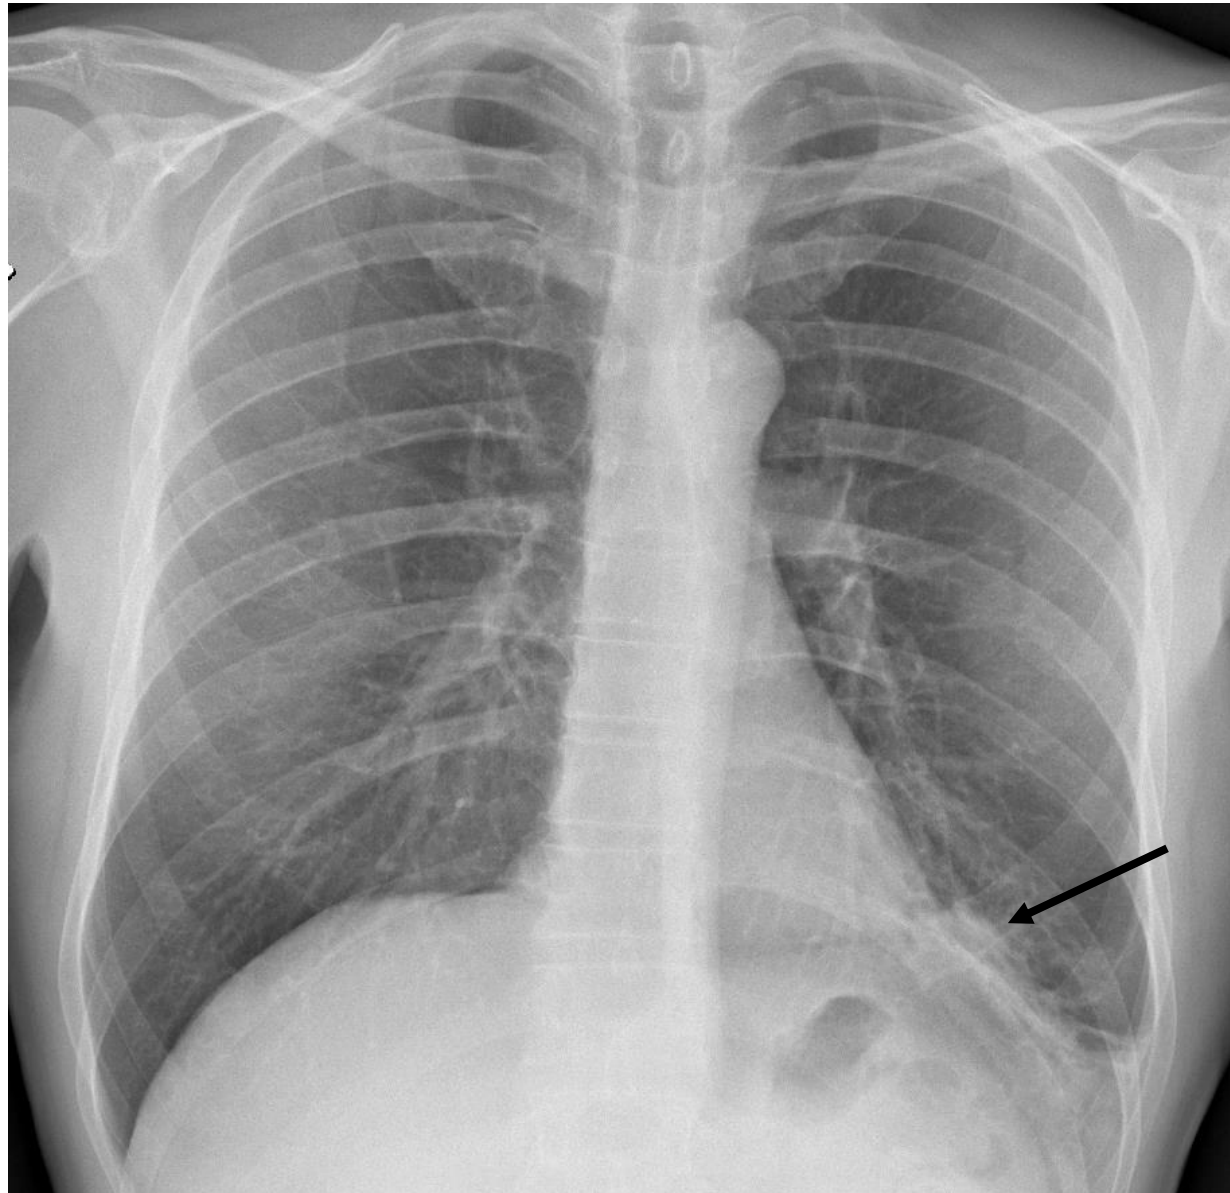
Radiografía PA de paciente con clínica de infección respiratoria. Consolidación basal izquierda, que borra el borde diafragmático ipsilateral (flecha). El radiólogo informó el hallazgo, sin embargo, la IA no lo identificó en este caso.
